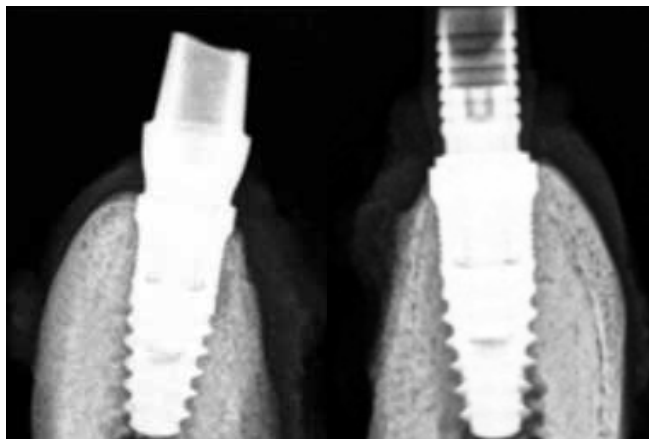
Esami radiografici degli impianti con abutment in PEEK (a sinistra) e con abutment in titanio (a destra).⁸⁹⁾
